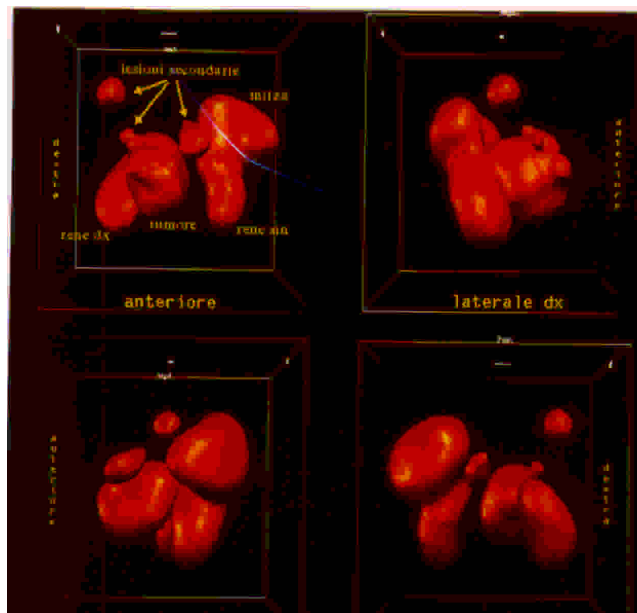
SPECT addominale (¹¹¹In-pentetreotide). Ricostruzione tridimensionale: voluminoso NET non-funzionante pancreatico e dimostrazione della diffusione metastatica.
